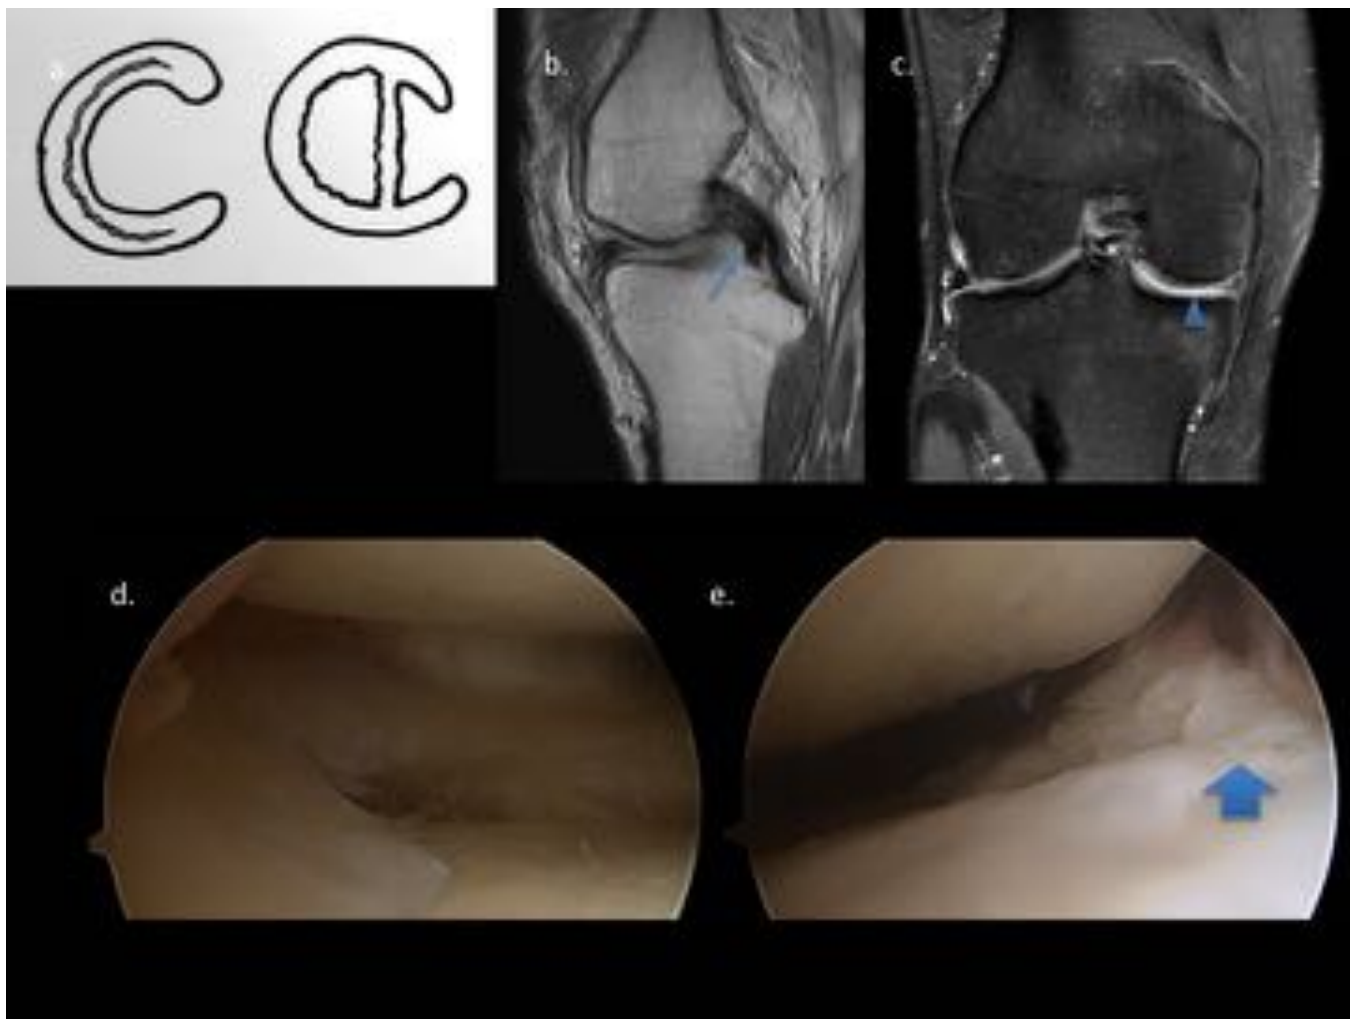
Rotura en asa de cubo. (a) Ilustración. (b) Imagen de RM sagital en DP que muestra el signo del “doble ligamento cruzado posterior” (flecha). (c) RM coronal en DP que muestra una estructura sobranante en la hendidura intercondílea (*) correspondiente con la parte del menisco desplazada y la ausencia de menisco en su localización normal (punta de flecha). (d) Imagen de artroscopia que muestra la parte del menisco roto que permanece en su sitio. (e) Se aprecia el “asa del cubo” desplazada (flecha).
